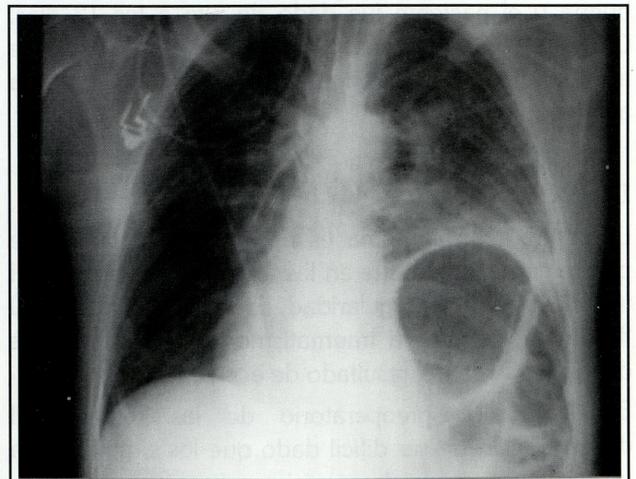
Radiografía de tórax realizada al ingreso del paciente.
